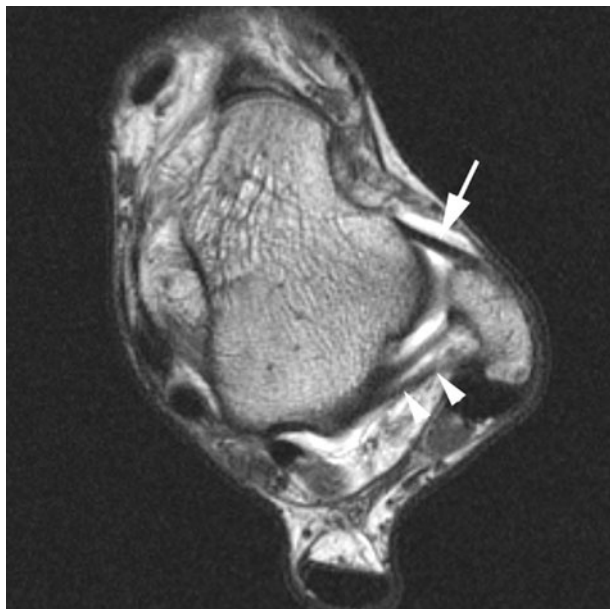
Поперечная проекция голеностопного сустава в норме при МРТ в режиме T1 дает отчетливое изображение связок.
